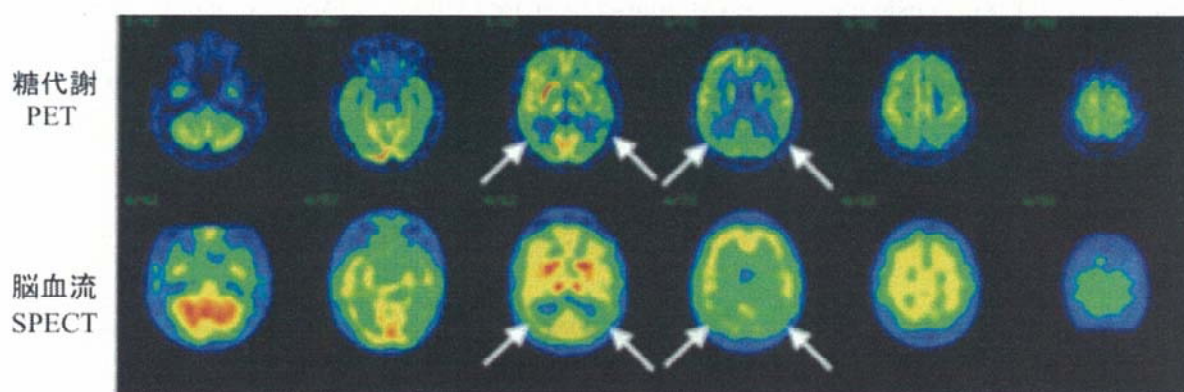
PET and SPECT images of AD patient (MMSE score = 19, r of z maps = 0.62), particularly with respect to reduced uptake in temporoparietal association cortex (white arrows).
